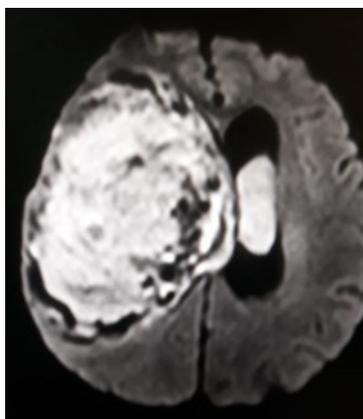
Figura Nro. 3. Resonancia magnética simple de cerebro, secuencia T1: Imagen hiperintensa lobar derecha
